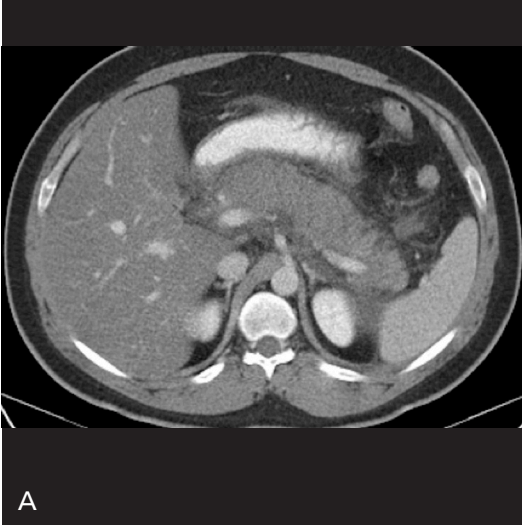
A, B. 66 yaşında kadın hasta akut karın ağrısı ve yüksek ateş ile acile başvurdu. (A) Post kontrast aksiyel BT görüntüde pankreasın gövde ve kuyruk kesiminde yaygın nekroz izlenmekte olup (oklar) baş kesiminde küçük bir alanda ise kontrastlanan canlı pankreas dokusu (ok başı) izlenmektedir. (B) Aksiyel plan post kontrast T1A görüntülerde de pankreatik nekroz (oklar) ve baş kesimindeki canlı doku (ok başı) net olarak izlenebilmektedir. Her iki incelemede de nekroz büyük oranda pankreasa sınırlıdır.
